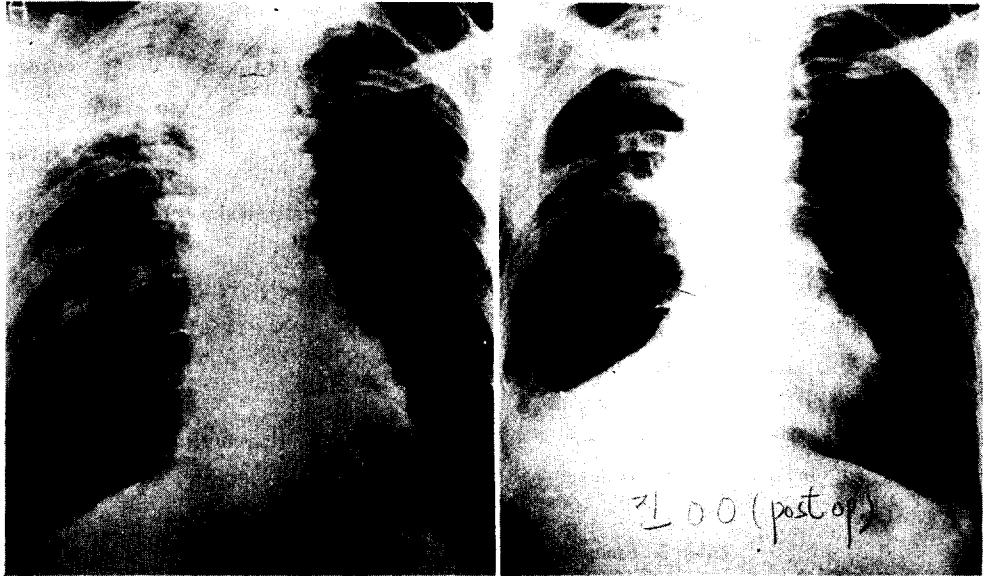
Radiograph shows patchy infiltration in right upper lung field.
